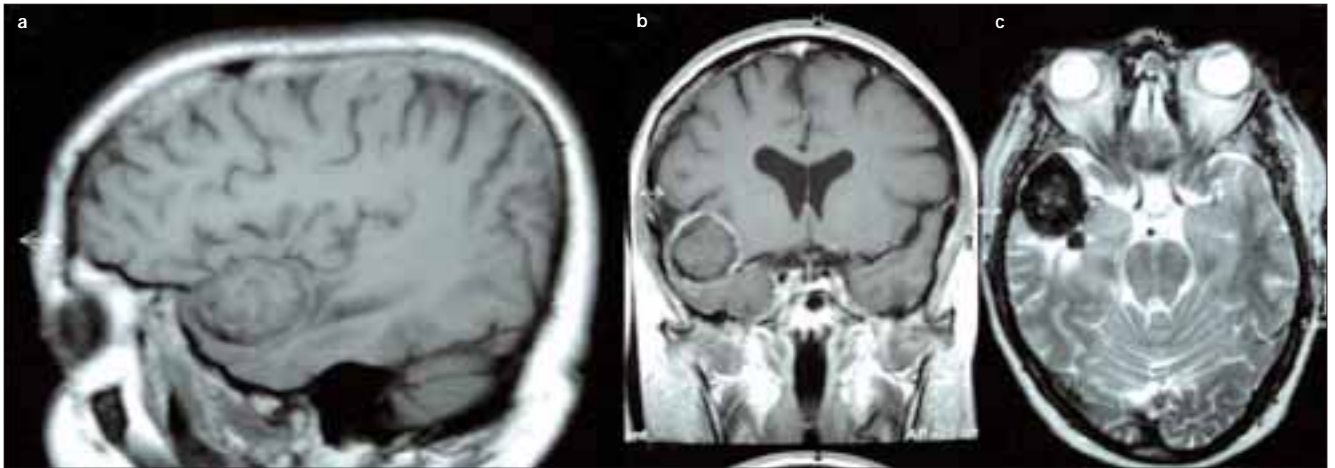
a) Resonancia magnética en secuencia T₁, corte sagital: identificación de una masa de contornos bien definidos e intensidad heterogénea en la región anterior del lóbulo temporal derecho; b) Resonancia magnética en secuencia T₁, corte coronal: realce periférico tras la administración de gadolinio; c) Resonancia magnética en secuencia T₂: la masa presenta hipointensidad periférica, con señal heterogénea en su interior.
